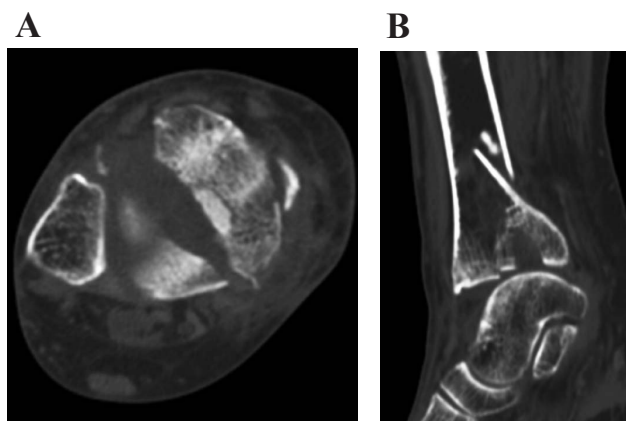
Preoperative axial and sagittal computed tomography scans showed a posterolateral-oblique fracture with a depression configuration. Note the impacted osteochondral fragment and the posterior subluxation of the talar dome.
